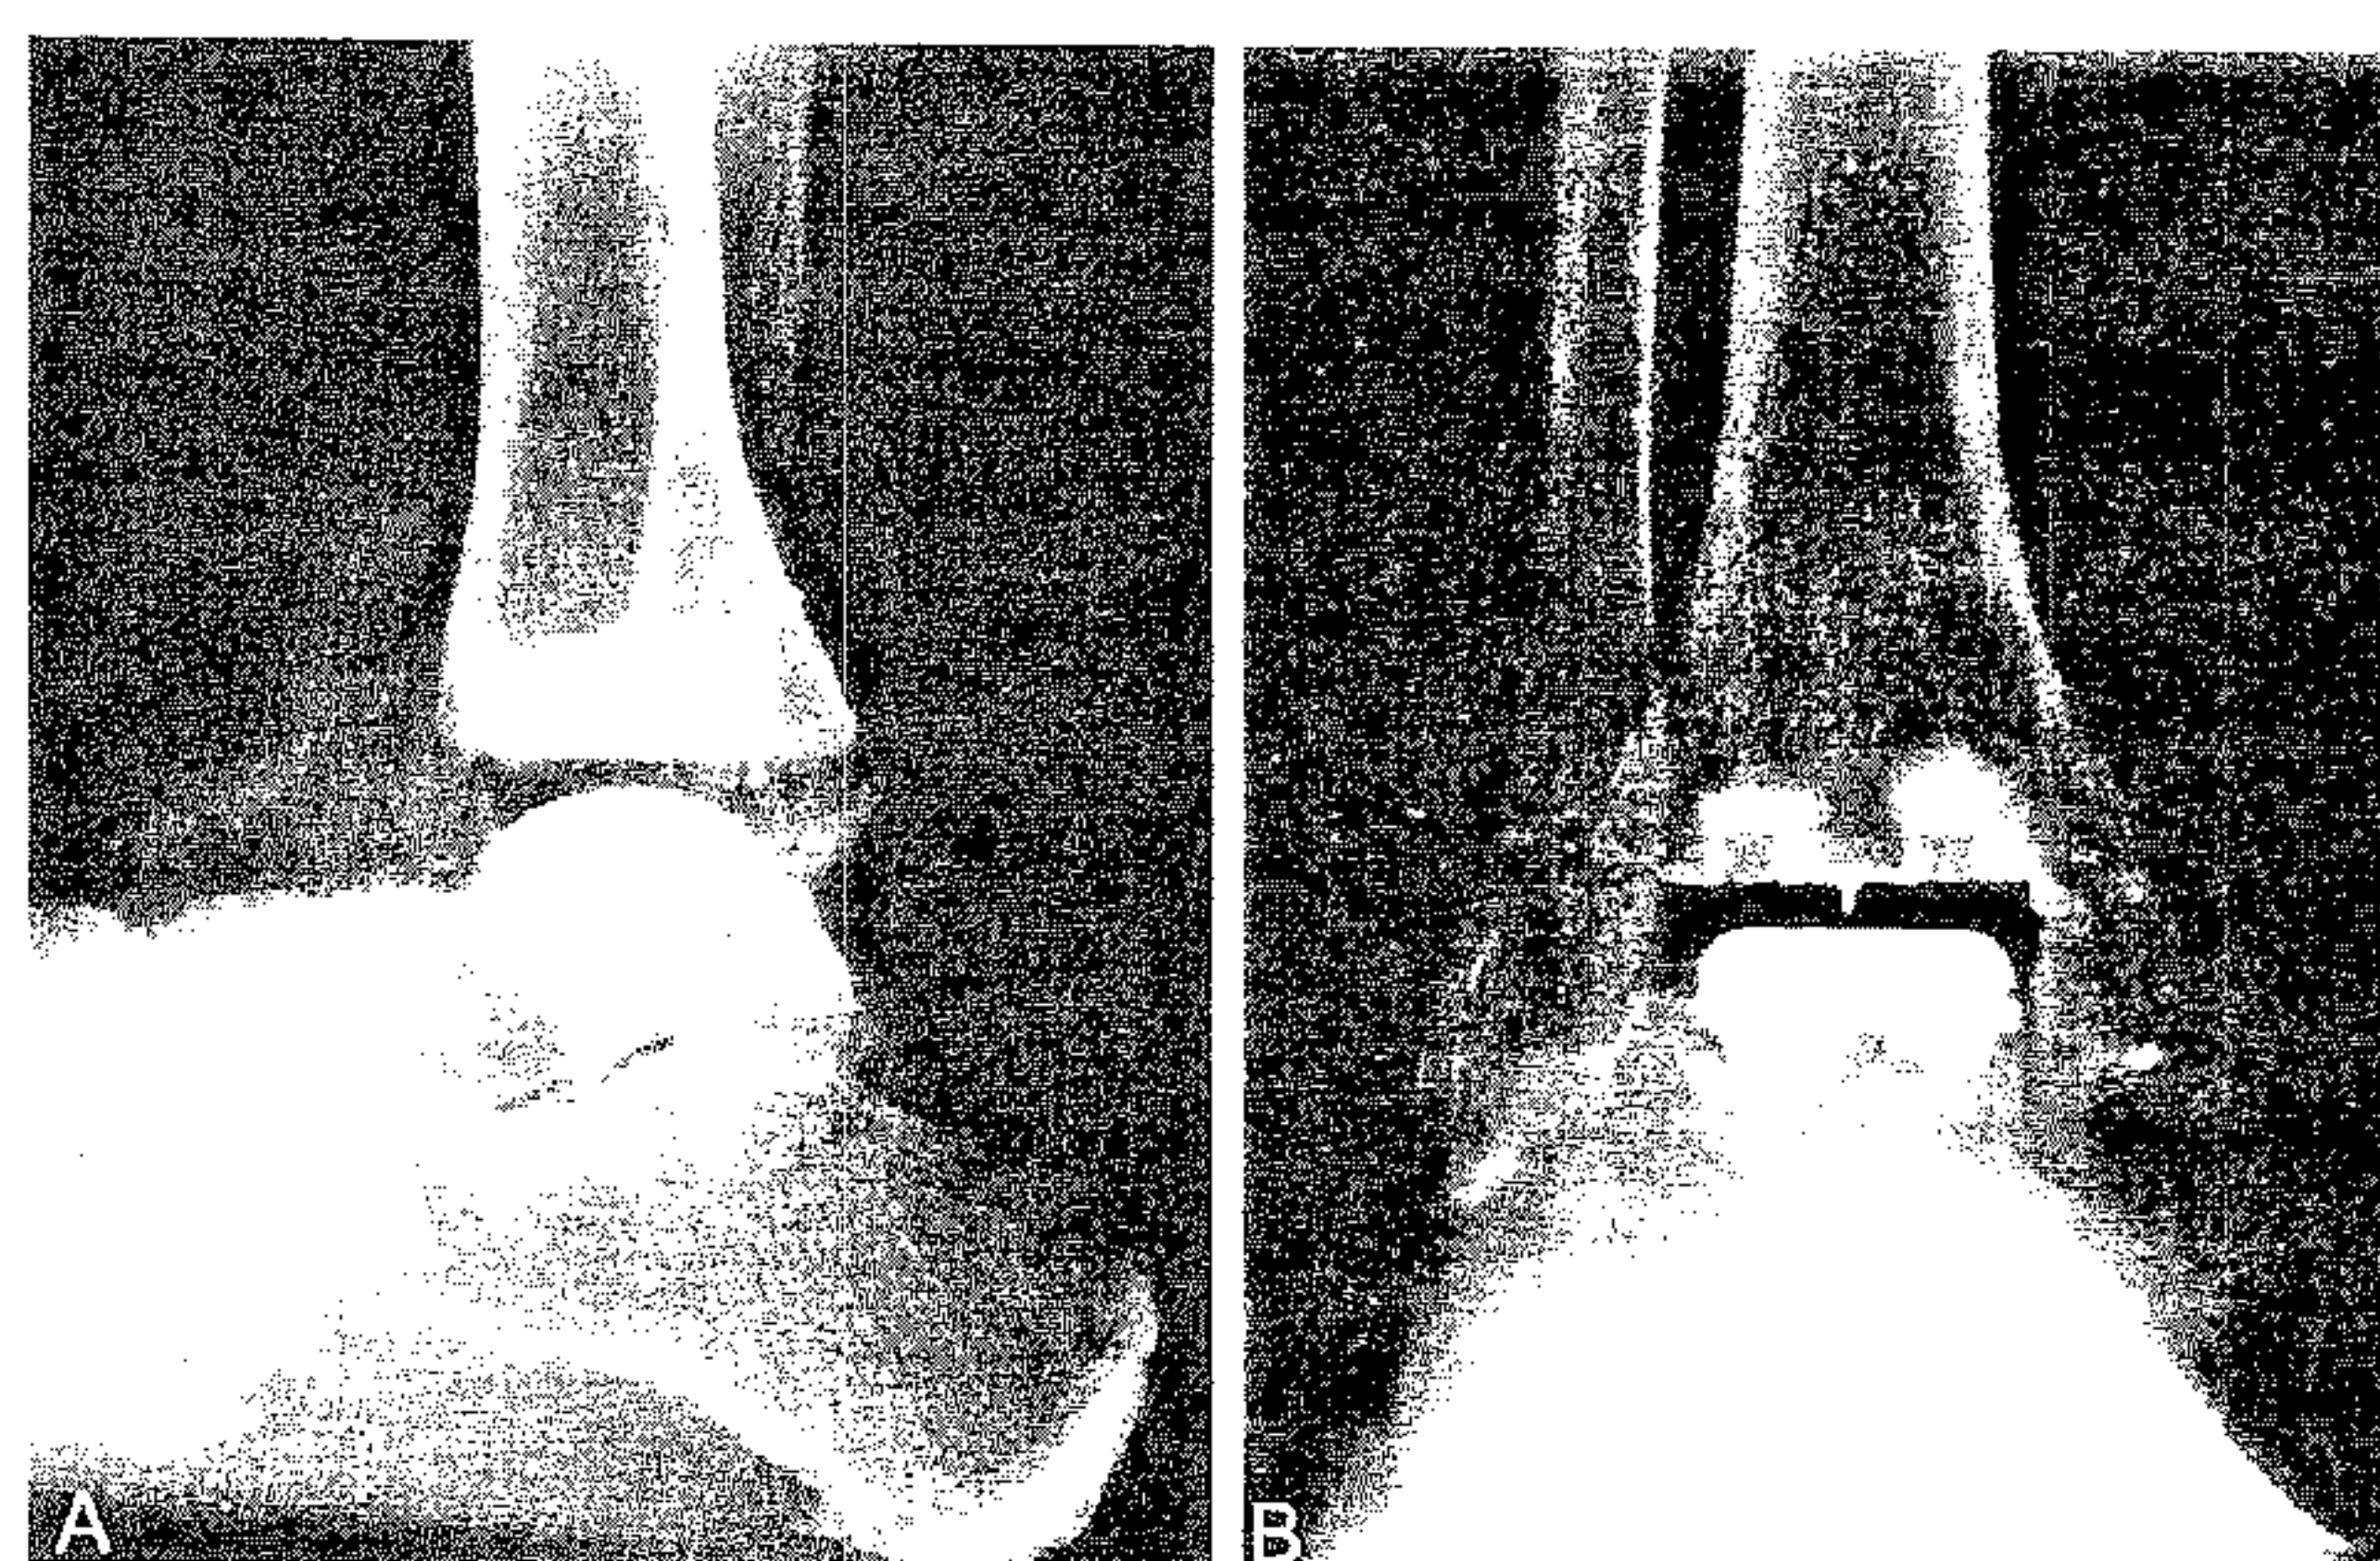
Artroplastie totală de gleznă. Radiografii în incidente: laterală (A) și antero-posterioară (B).
